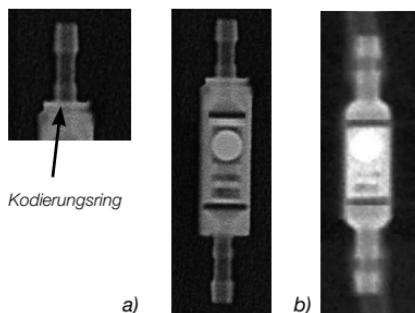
Röntgenbild der Gravitationseinheit
